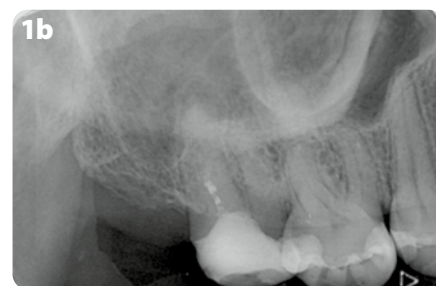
Ausgangssituation a) Intraorale Ansicht, zeigt eine MOD-Restauration mit verfärbten Rändern am Zahn #16 b) Röntgenaufnahme der Ausgangssituation, die Sekundärkaries am Zahn #16 zeigt
